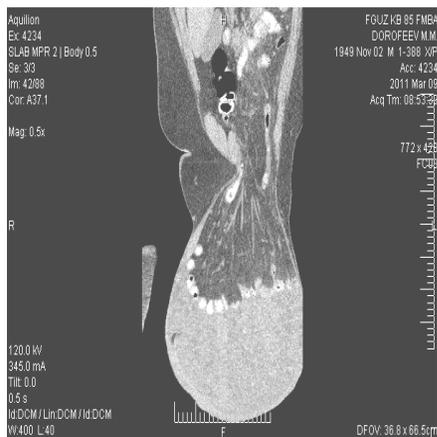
КТ органов малого таза, фронтальный срез
